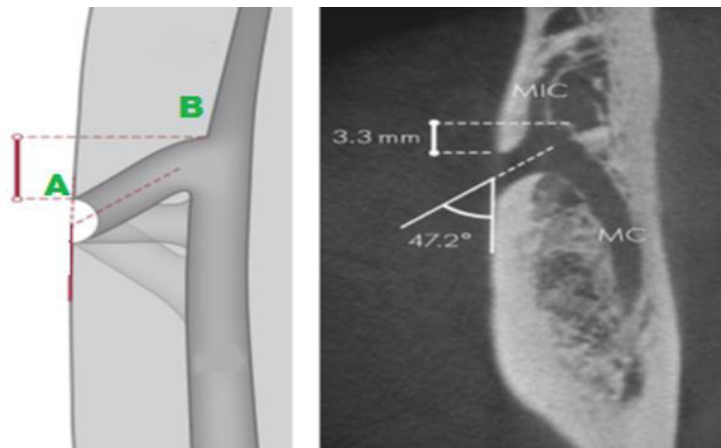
Corte axial a nivel del nervio mentoniano en CBCT.
